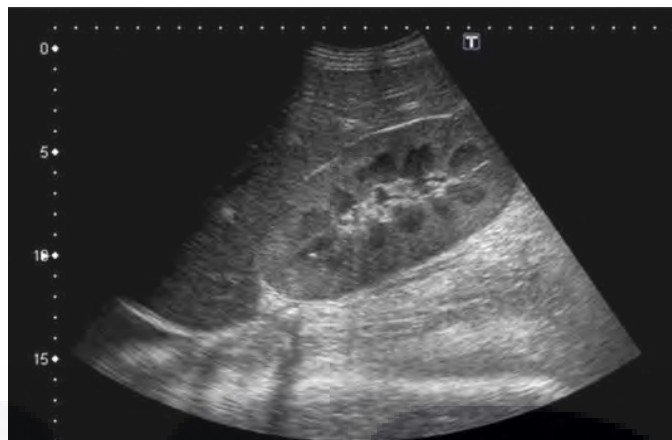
Imagen de ecografía renal en eje longitudinal que muestra pirámides renales prominentes, esperadas en la edad neonatal (20).
